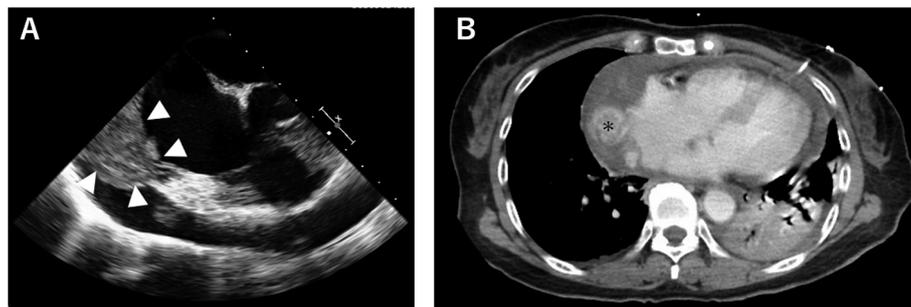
Preoperative echocardiogram (A) and computed tomography (B) showing the tumor near the right atrium (arrow heads and asterisk) and pericardial effusion.
